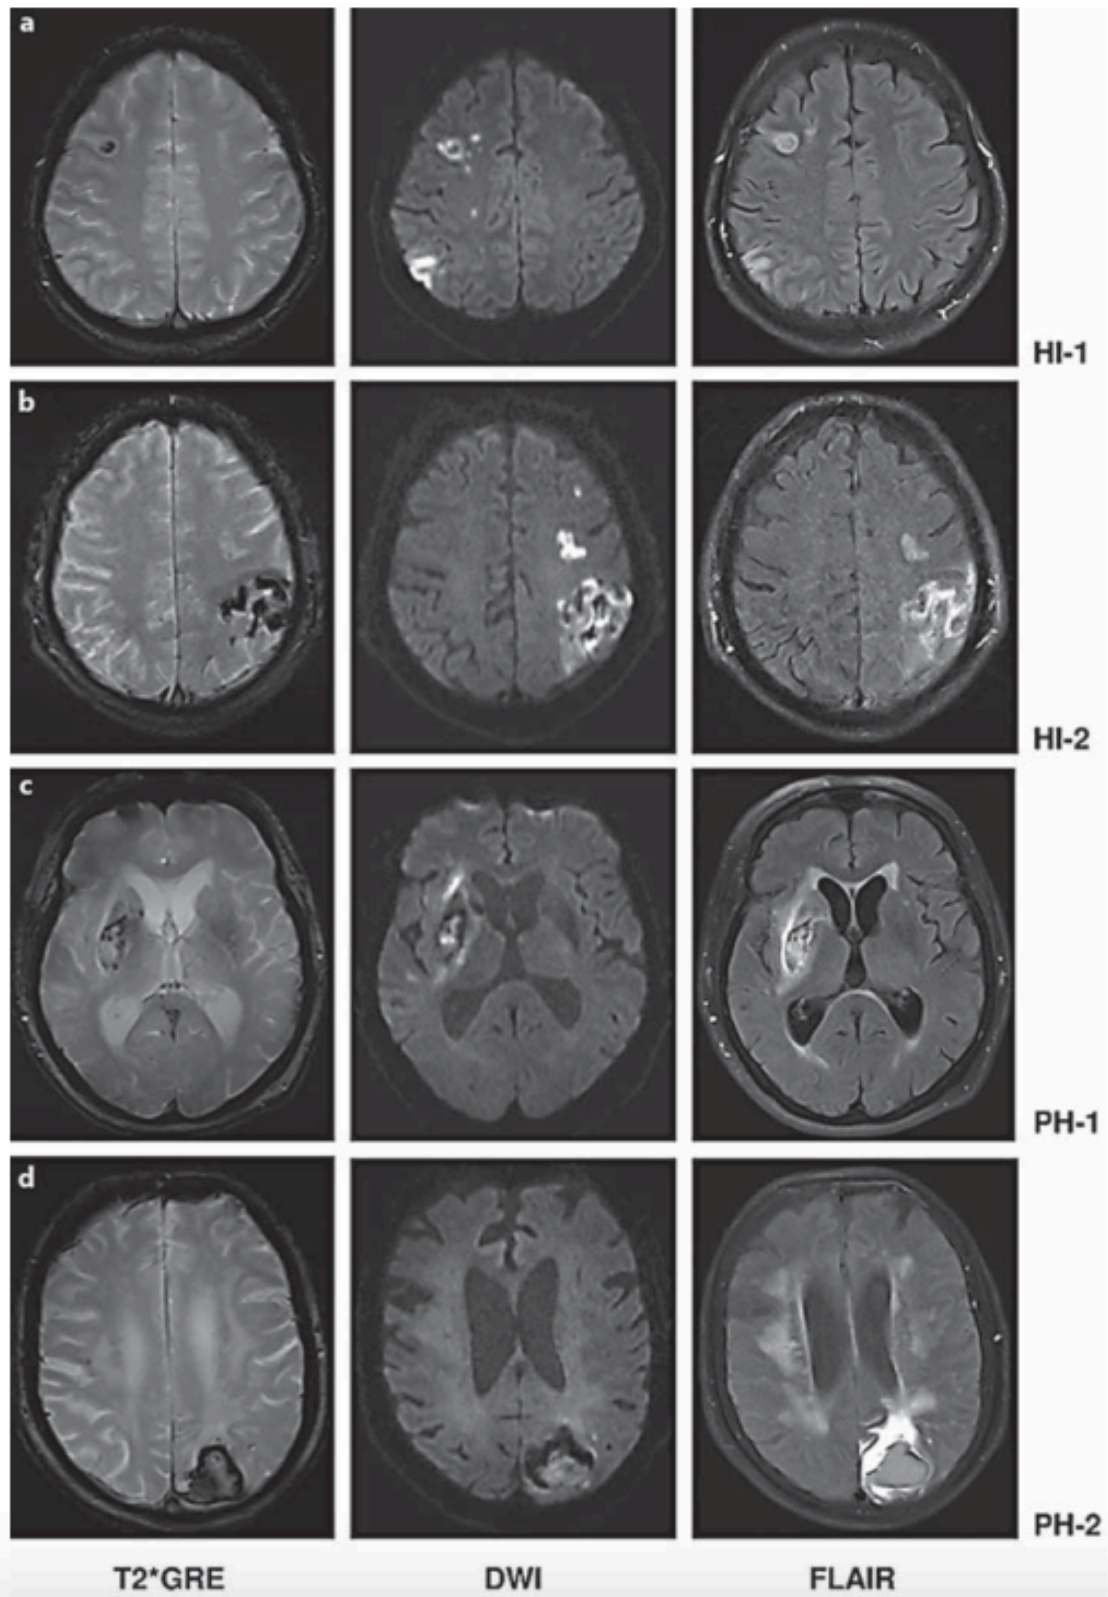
Classification ECASS à l'IRM : Remaniements hémorragiques en hyposignal franc sur la séquence T2 étoile (T2\*GRE) et infarctus en hypersignal sur la séquence diffusion (DWI) et FLAIR, a. HI1 frontal droit sur infarctus sylvien superficiel droit, b. HI2 fronto-pariétal gauche sur infarctus sylvien superficiel gauche, c. PH1 sylvien gauche sur un infarctus sylvien profond gauche, e. PH2 pariétal gauche sur un infarctus cérébral postérieur gauche.
